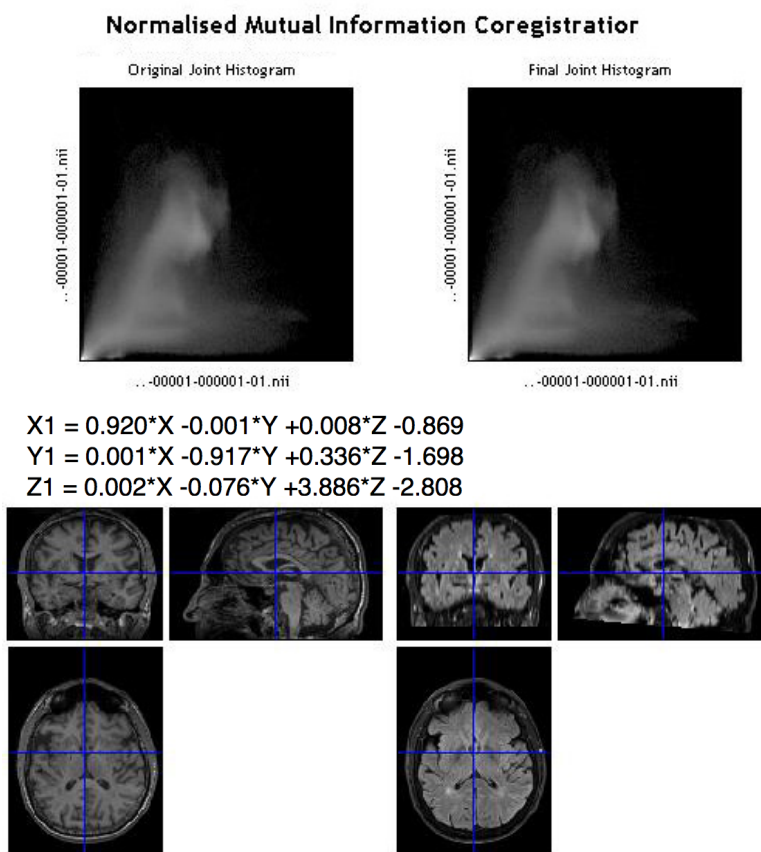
Visualización final del coregistro de una imagen T1 y FLAIR.
